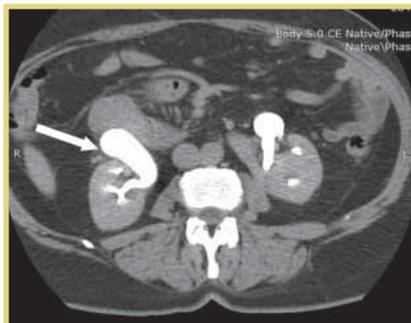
Пациентка Р.: КТ органов брюшной полости: расширение лоханки правой половины ПП (указано стрелкой)
